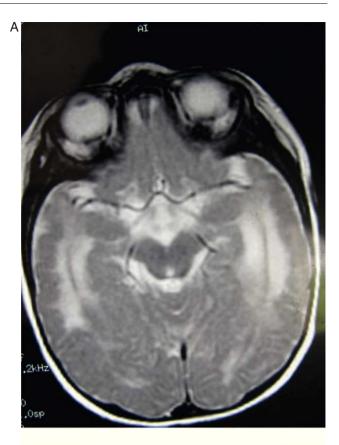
Caso 5. Paciente de 6 meses. A) Corte axial de la RM a la altura de la base cerebral mostrando amplia zona de hiperseñal en sustancia blanca de ambos hemisferios. B) Corte coronal del mismo estudio en T2. Se observan alteraciones corticales e hiperseñalización difusa de la sustancia blanca, con predominio en zonas posteriores y anteriores del cerebro.
